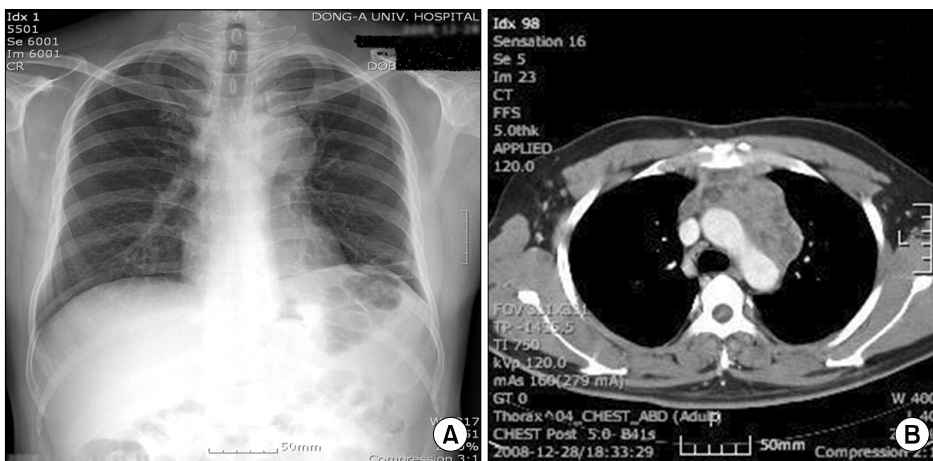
(A) Initial chest PA radiography shows prominent left suprahilar mass lesion. (B) Chest computed tomography (CT) shows multiple lymphadenopathies at intra-thoracic area and a huge mass at anterior mediastinal area.
